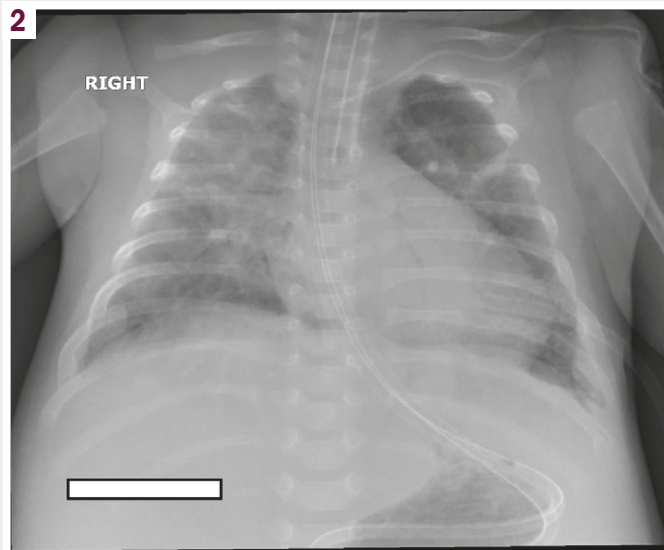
Рентгенологічно підтверджений респіраторний дистрес-синдром дорослих у дитини.
